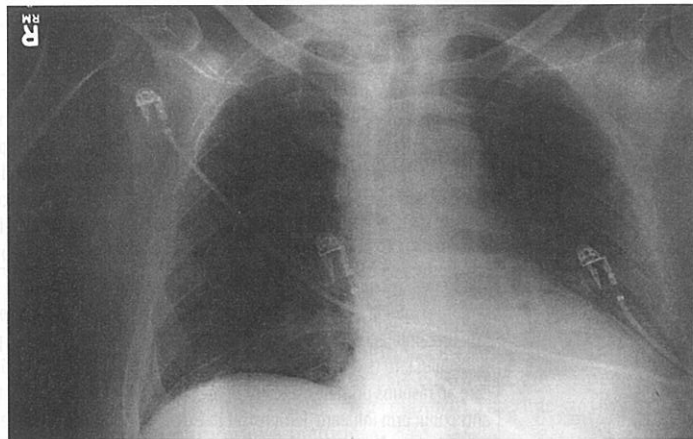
Radiografie toracică cu mediastin lărgit caracteristic antraxului prin inhalare.
